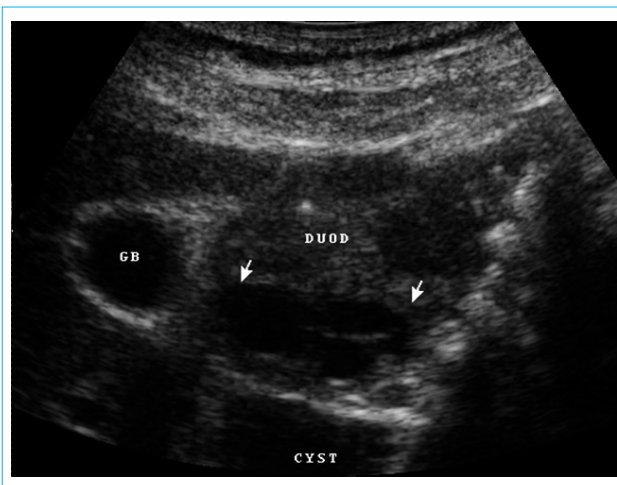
УЗИ брюшной полости, В-режим. GB — желчный пузырь, DUOD — изображение двенадцатиперстной кишки с кистозным образованием в ее стенке (указано стрелками), прилежащим к кисте головки ПЖ (CYST)
